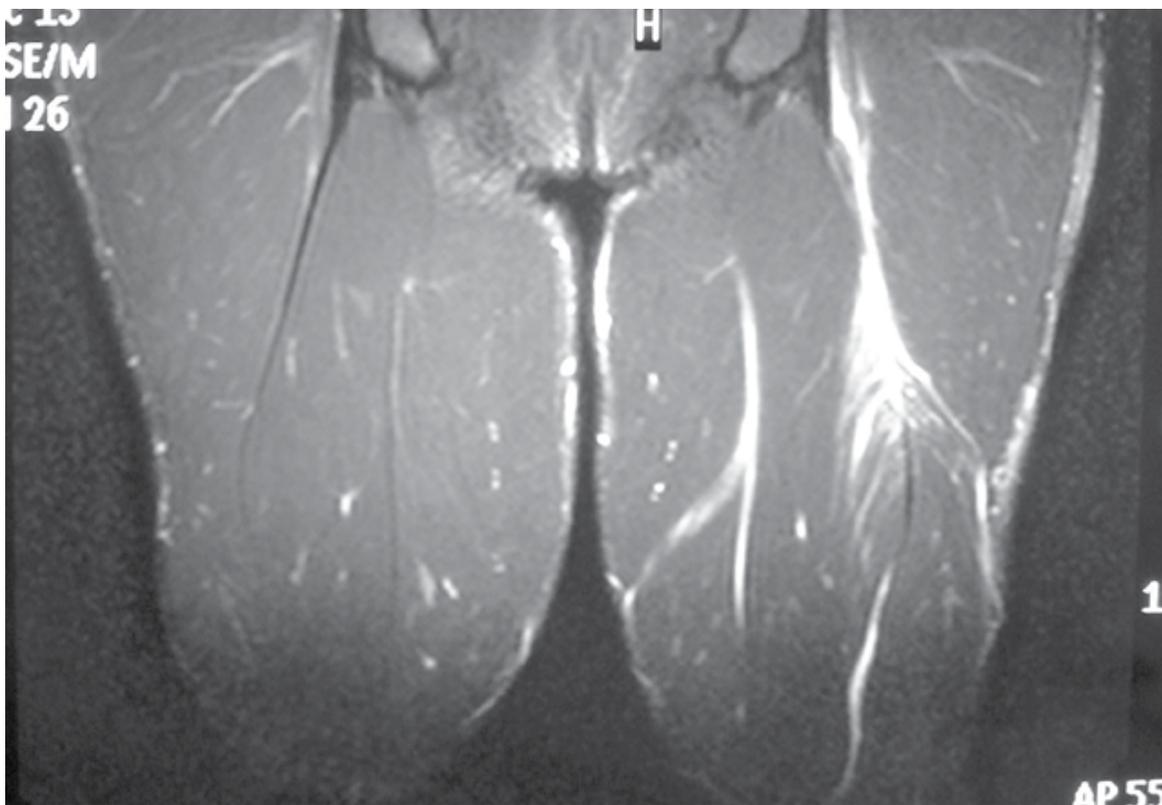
Ressonância magnética da coxa (corte coronal) com imagem de desinserção proximal do músculo semitendíneo.
